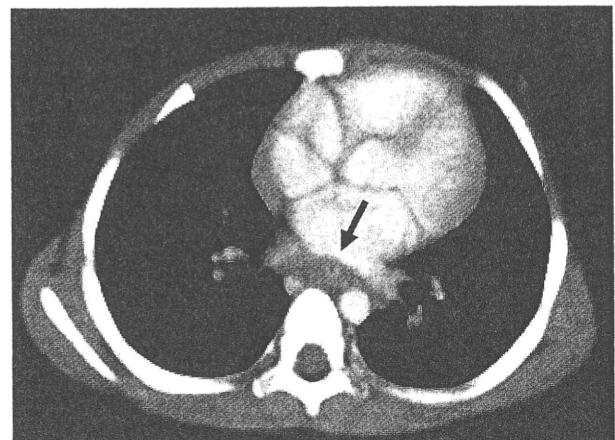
症例の胸部造影 CT（受傷 6 カ月後）
